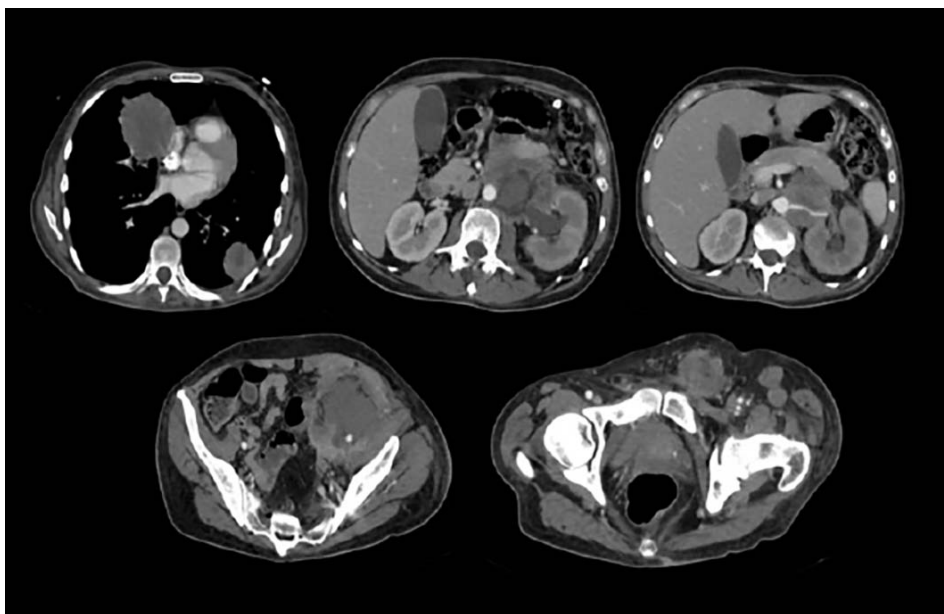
Tomografía en la evaluación sistémica. Masculino con tumor germinal de testículo y enfermedad metastásica pulmonar, ganglionar mediastinal, retroperitoneal, iliaca externa e inguinal.
